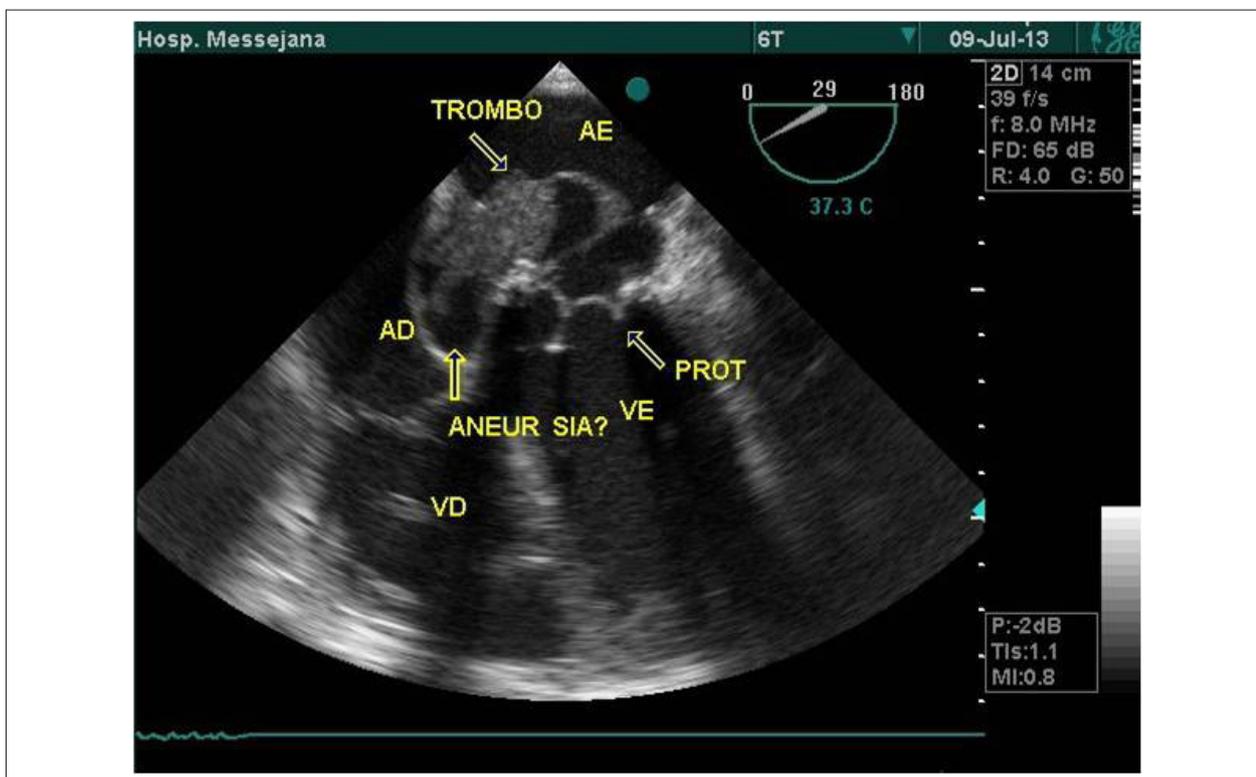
Presença de trombo em átrio esquerdo e aneurisma de septo interatrial ao ecocardiograma transesofágico. AE: átrio esquerdo; AD: átrio direito; VE: ventrículo esquerdo; VD: ventrículo direito; PROT: prótese; ANEUR SIA?: aneurisma de septo interatrial?.
